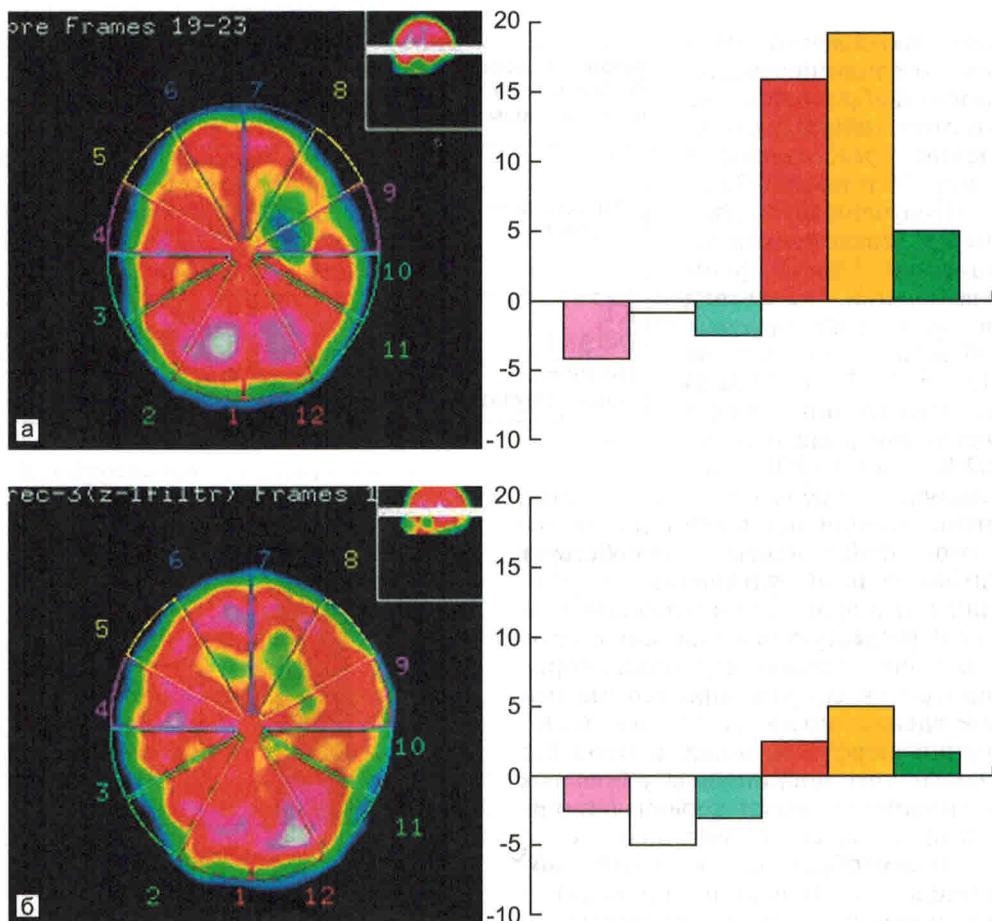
Динамика нарушений перфузии головного мозга по данным ОФЭКТ у пострадавшего с ВМГ объемом 20 см^3 в левой лобно-теменной области.
